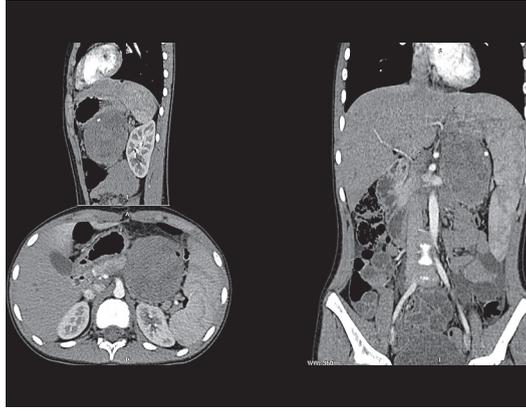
MRI of abdominal cavity. A mass in body and tale of the pancreas with 6,7×7,0×8,8 cm size
